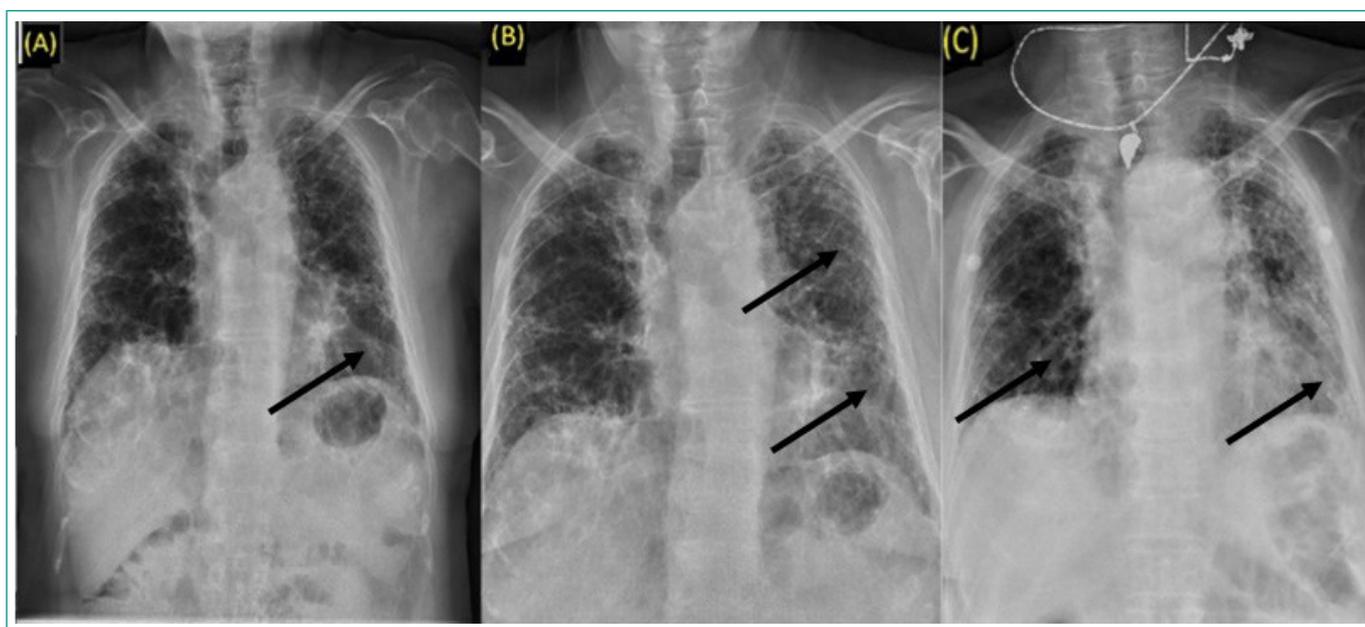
(A) Radiografía de tórax al comienzo de disnea. (B) RX de tórax con empeoramiento de disnea. (C) Radiografía de tórax al ingreso.
